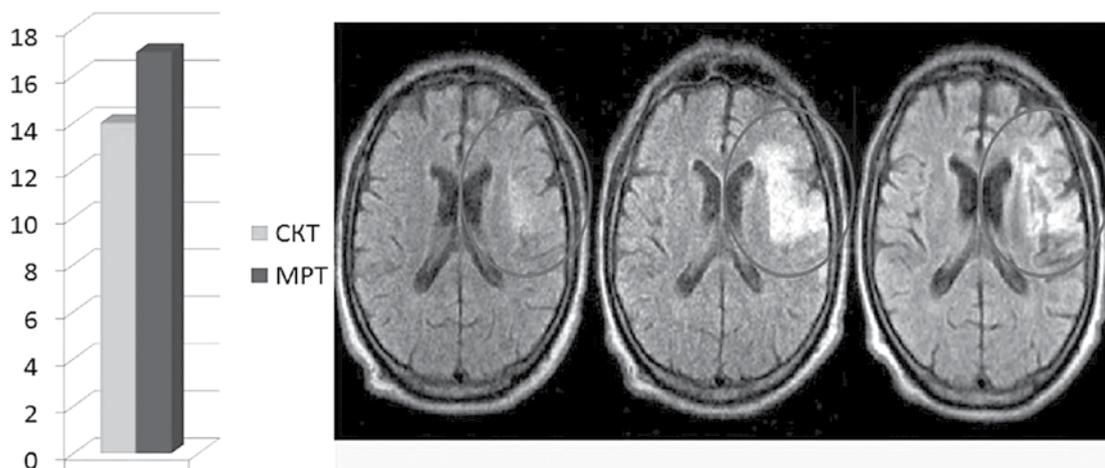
МРТ головного мозга: результаты собственных наблюдений
